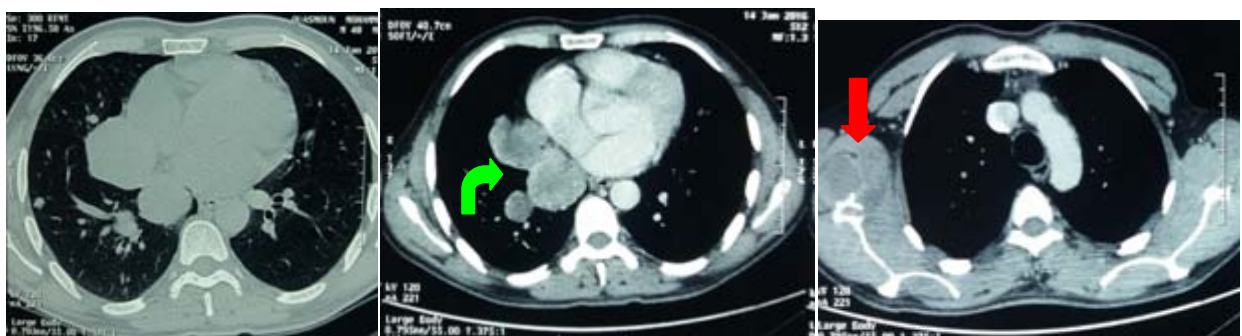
[1] : TDM thoracique objectivant la présence de volumineuse masse bien limitée médiastinale postérieure avec deux nodules pulmonaire LID (flèche verte) et la présence d'une masse kystique de la paroi thoracique envahissant l'omoplate (flèche rouge)
